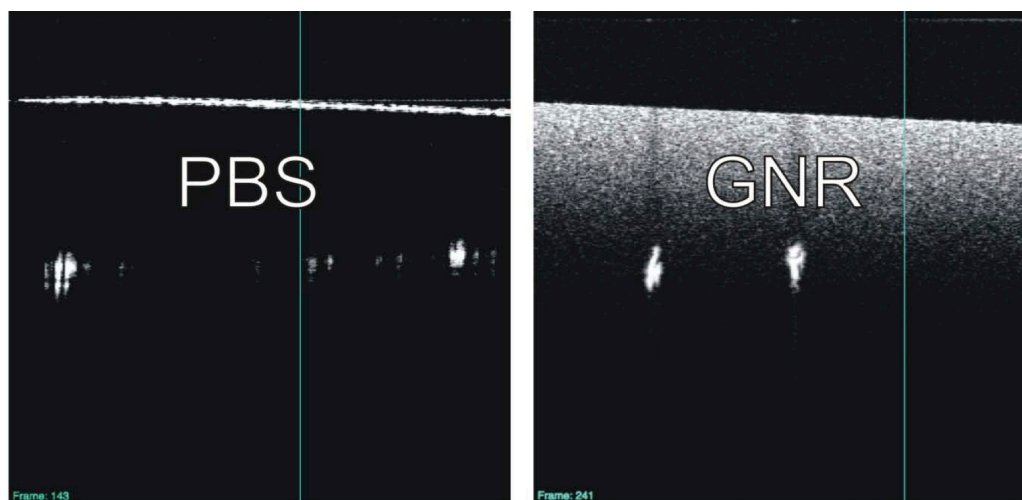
Imagen de tomografía de coherencia óptica de solución salina tamponada con fosfato (PBS) de control versus solución con nanobastones de oro (GNR) en la que se detecta una clara dispersión (250 A-scans; 2,5 mm). Tomado de Gabriele (Gabriele, 2010)
